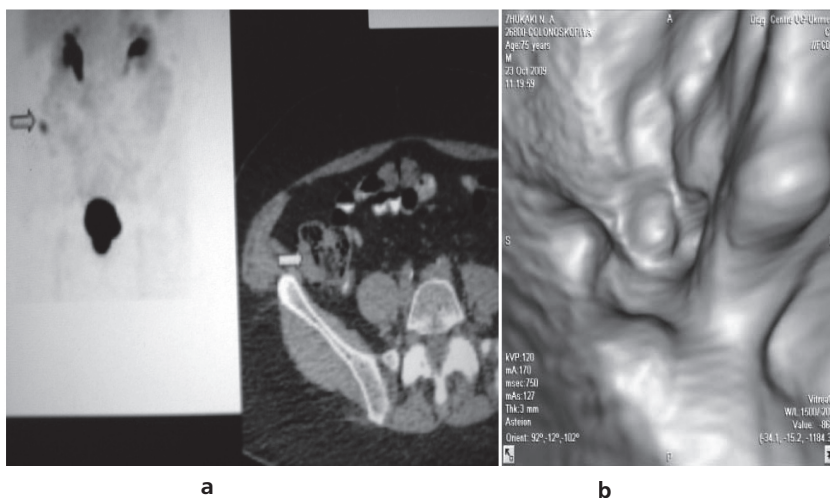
МСКТ, спиральная томография и ПЭТ/КТ опухоли слепой кишки. (b — см. цветную вкладку)
